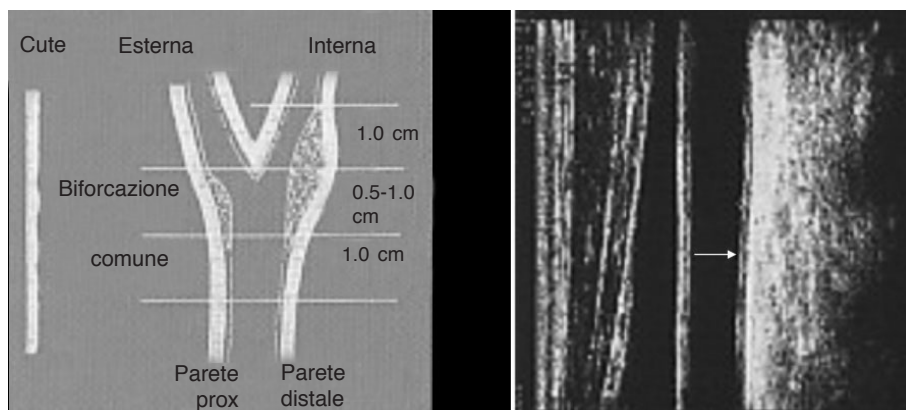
Applicazione dell'ecografia carotidea per studi di progressione-regressione dell'aterosclerosi. L'immagine ecografica a destra mostra un ispessimento di grado lieve del complesso intima-media della carotide comune (freccia). Il riquadro a sinistra delucidava la tecnica per ottenere misurazioni ecografiche dell'intima-media a livello della carotide comune, della biforcazione e della carotide interna.
